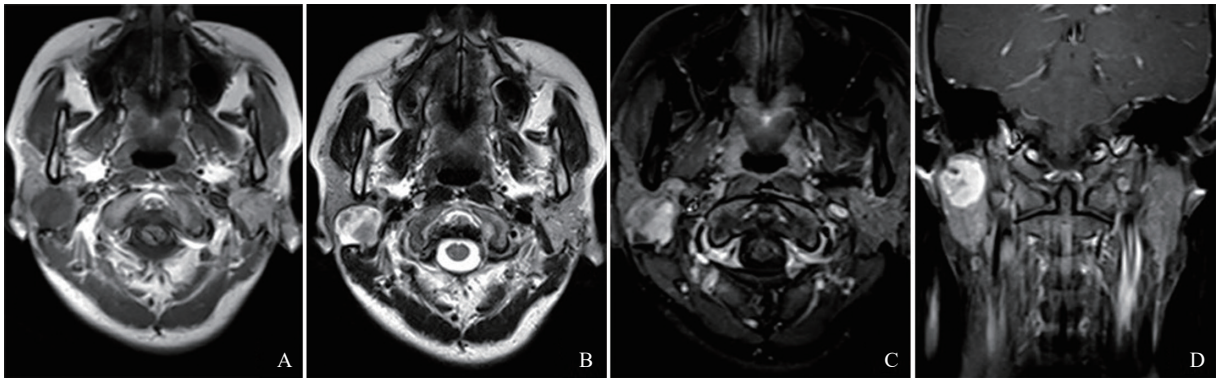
典型病例1(女性, 29岁)右侧腮腺混合瘤MRI图像
